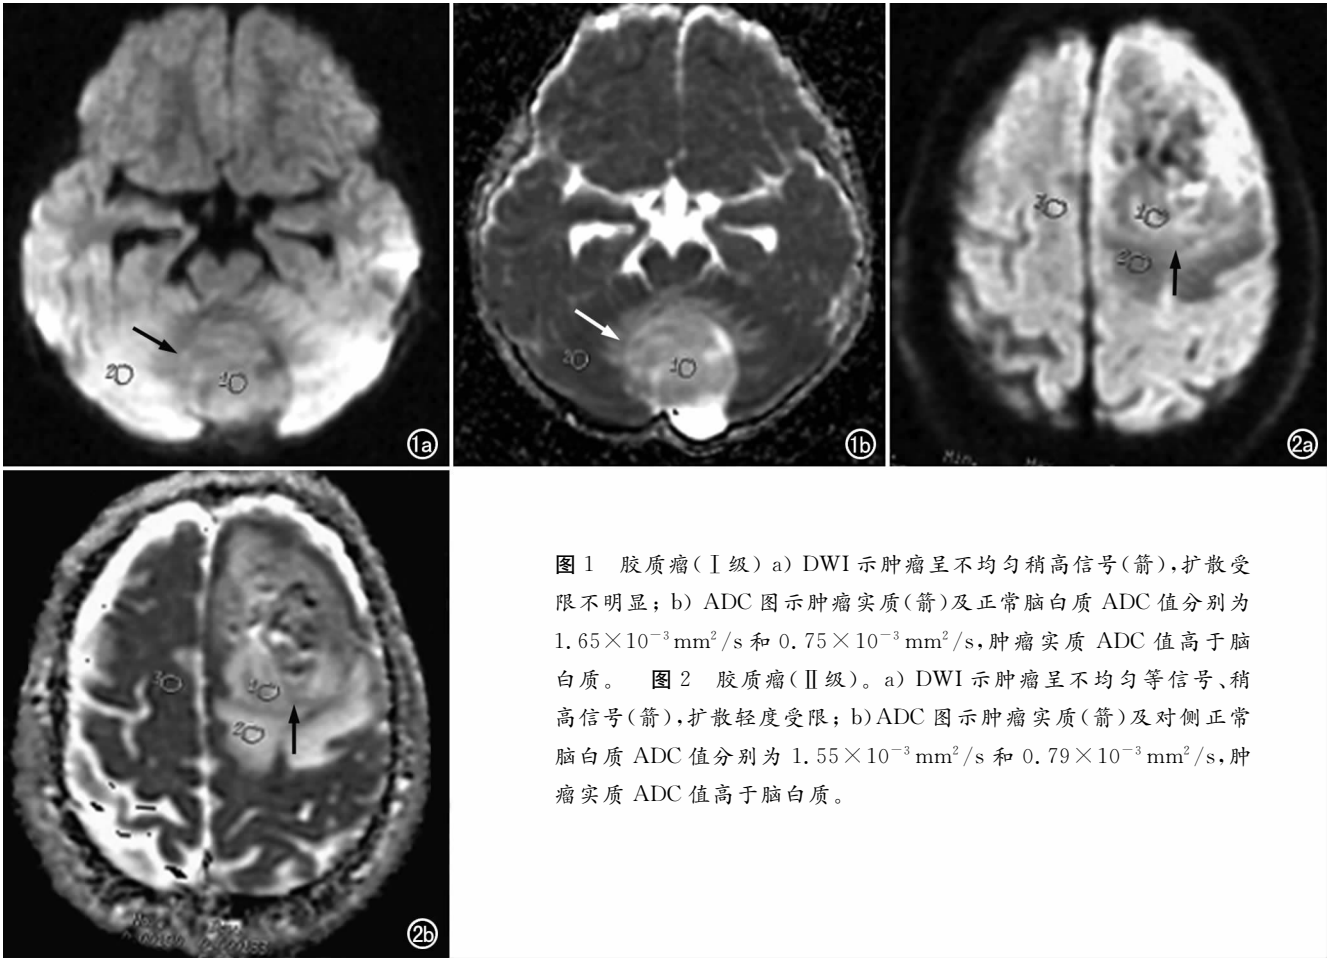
胶质瘤(I 级) a) DWI 示肿瘤呈不均匀稍高信号(箭),扩散受限不明显; b) ADC 图示肿瘤实质(箭)及正常脑白质 ADC 值分别为 1.65×10⁻³mm²/s 和 0.75×10⁻³mm²/s,肿瘤实质 ADC 值高于脑白质。 图 2 胶质瘤(II 级)。a) DWI 示肿瘤呈不均匀等信号、稍高信号(箭),扩散轻度受限; b) ADC 图示肿瘤实质(箭)及对侧正常脑白质 ADC 值分别为 1.55×10⁻³mm²/s 和 0.79×10⁻³mm²/s,肿瘤实质 ADC 值高于脑白质。
